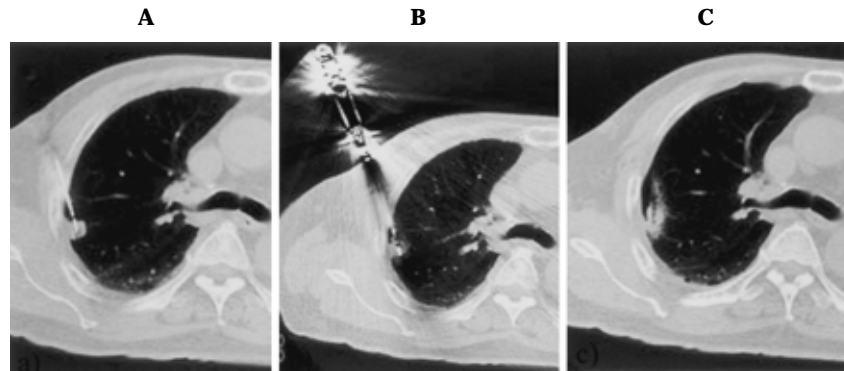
A. Chest CT reveals a small round nodule (1.5 cm) in right S^{2b} but no findings suggestive of hilar or mediastinal lymph node metastasis. A 14-gauge guiding needle was inserted percutaneously toward the lesion under CT guidance. B. A microwave electrode was positioned precisely within the lesion, then PMCT was performed (60 W for 3 minutes). C. Chest CT after PMCT showed the effects of coagulation in the lesion and surrounding lung tissue.
